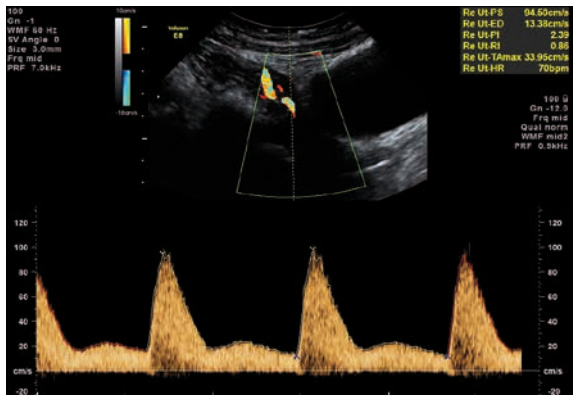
Dopplersonographie des Blutflusses der uterinen Arterien der Mutter
